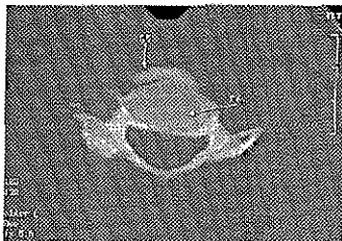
Corte axial de tomografía computada a nivel de C5-C6 con listésis anterior, que es bien valorable a nivel de las reconstrucciones planares
